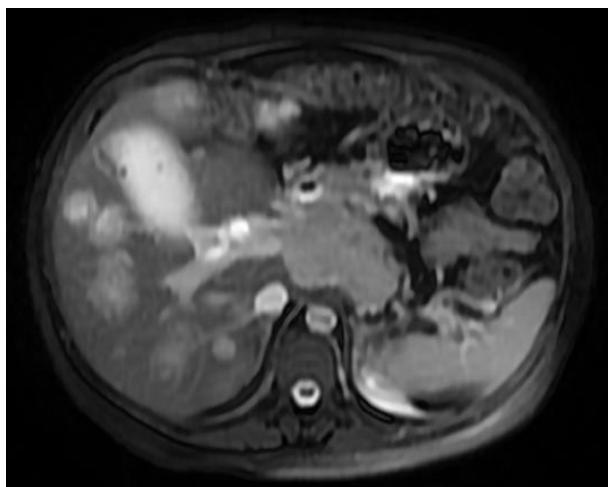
Resonancia Magnética en T2: Conglomerado Ganglionar a nivel del tronco celiaco el cual yace en topografía del cuello pancreático
